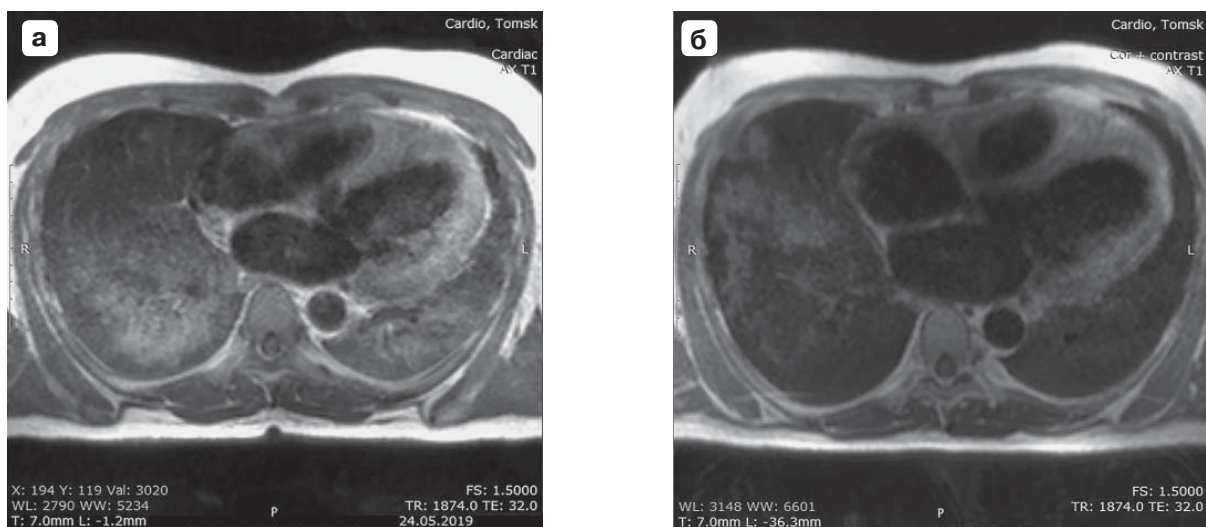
Аксиальные срезы МРТ органов грудной клетки в Т1-взв. режиме с парамагнитным контрастным усилением. Тот же пациент, что и на рис. 7, 8. а – при поступлении с острой внебольничной пневмонией; б – спустя 2 мес, по достижении клинического выздоровления по пневмонии. Исследования с парамагнитным контрастным усилением (гадоверсетамид 0,5 М в дозировке 2 мл/10 кг массы тела), сканирование на 12–17-й минуте после внутривенного введения ПМКС. Рис. б верифицирует практически полное исчезновение патологического включения ПМКС в паренхиму легких, однако указывает на выраженное расширение левого желудочка и левого предсердия, как показатель прогрессирования сердечной недостаточности вследствие обширного ОИМ, с утратой не менее 1/3 миокарда левого желудочка сердца.
